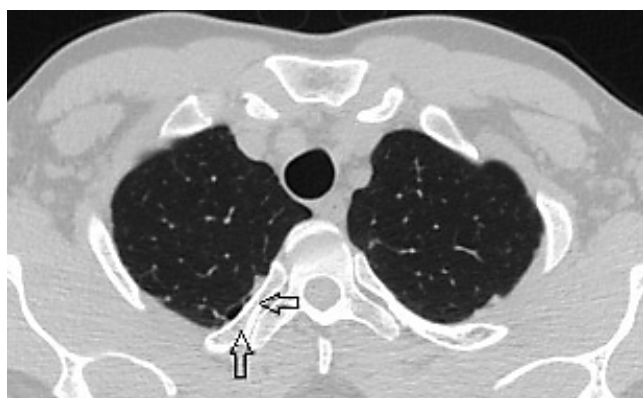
Компьютерная томограмма легких водолаза Г. (2015 г.). На уровне рукоятки грудины две воздушные полости (буллы), имеющие общую стенку (стрелки)
